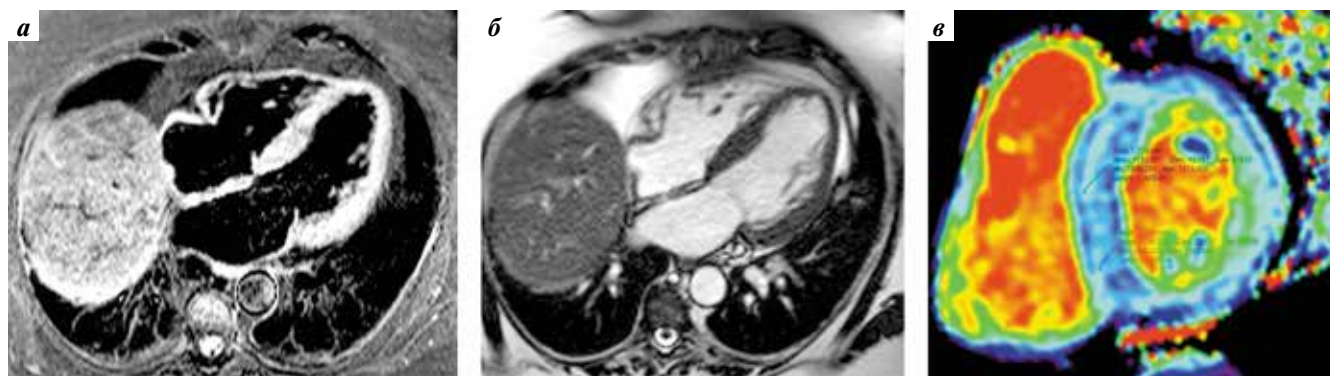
Магнитно-резонансная картина амилоидной кардиомиопатии: а — 4-камерная плоскость; б — результаты магнитно-резонансной томографии сердца в кинорежиме, $\times 4$; в — короткая ось сердца в режиме T1rm, камерная плоскость, T1-картирование
